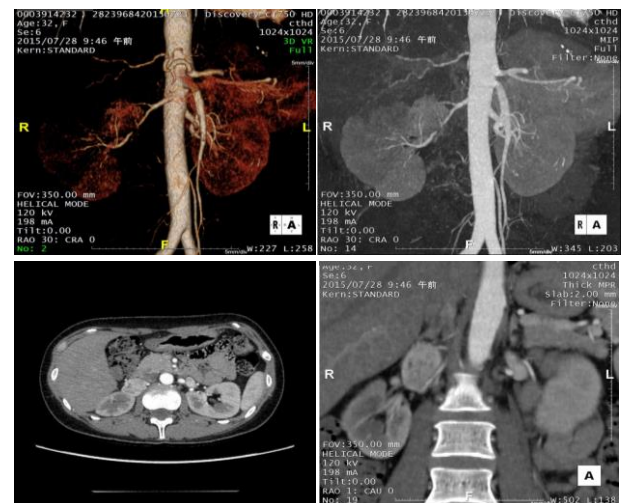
腹部造影 CT で 3cm 大の右後腹膜腫瘍を認める
